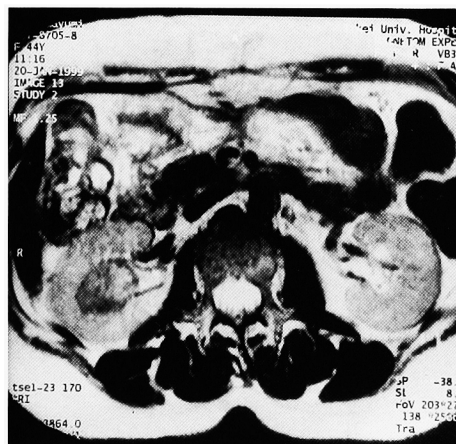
MRI (T2-weighted image) showed a solid, non-enhancing mass in the medullary region of the right kidney.
